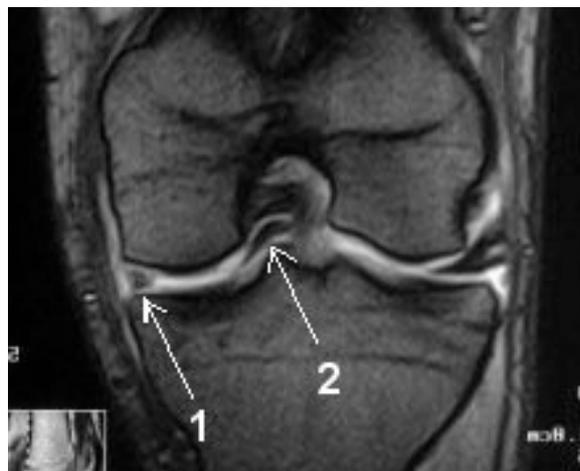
IRM d'un genou avec un ménisque en anse de seau (montré par les flèches 1 et 2) .
